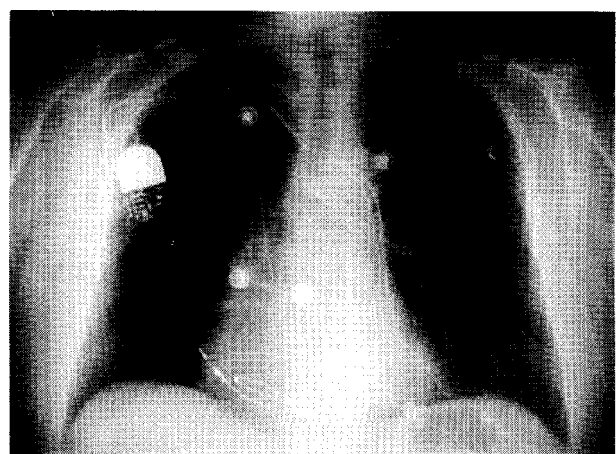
Telerradiografía de tórax posterior al implante.
